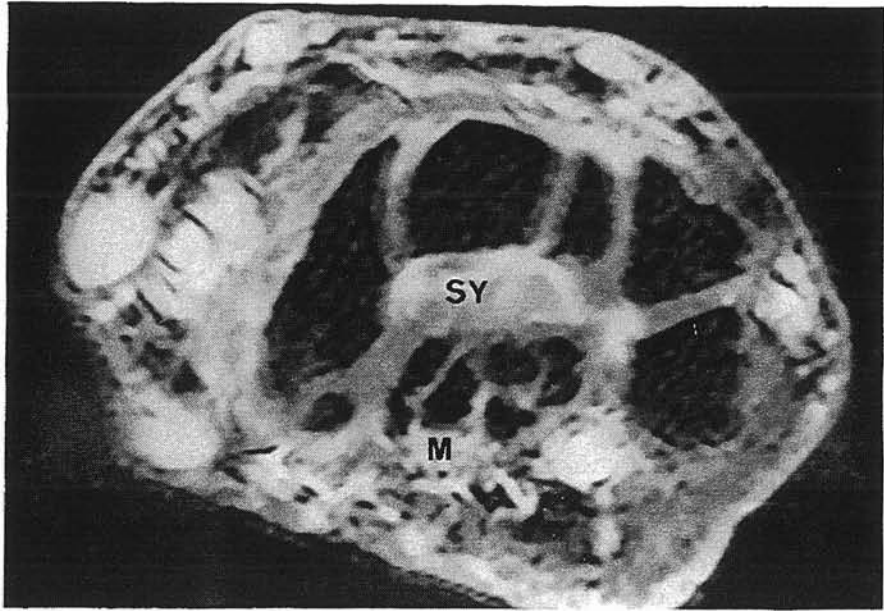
Case 2. Axial MR image. 3D/FSPGR T1-weighted images after gadolinium injection through the carpal tunnel. The intense signal in the median nerve (M) corresponds to oedema. Synovial inflammatory reaction (SY) appears as an area of high signal intensity posterior to the flexor tendons.
